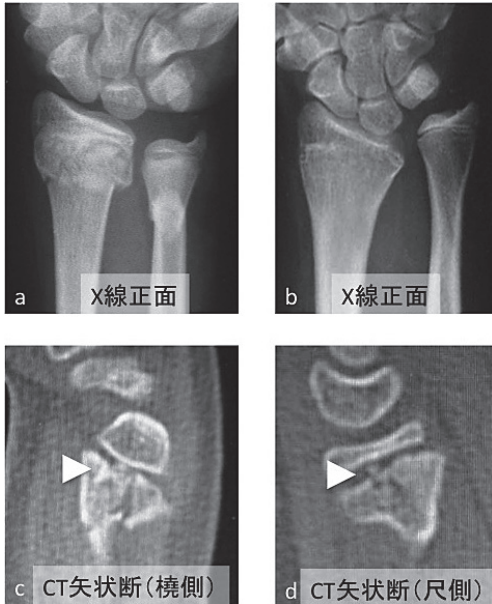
症例3：11歳，女児．単純X線では橈尺骨遠位骨幹端骨折と診断したが，CTにて Peterson I型と診断．a：受傷時X線正面像．b：受傷後2年単純X線正面像．c：受傷時CT矢状断（橈骨橈側），白三角：spot状高輝度陰影．d：受傷時CT矢状断（橈骨尺側）白三角：spot状高輝度陰影．（一部文献2より引用）
